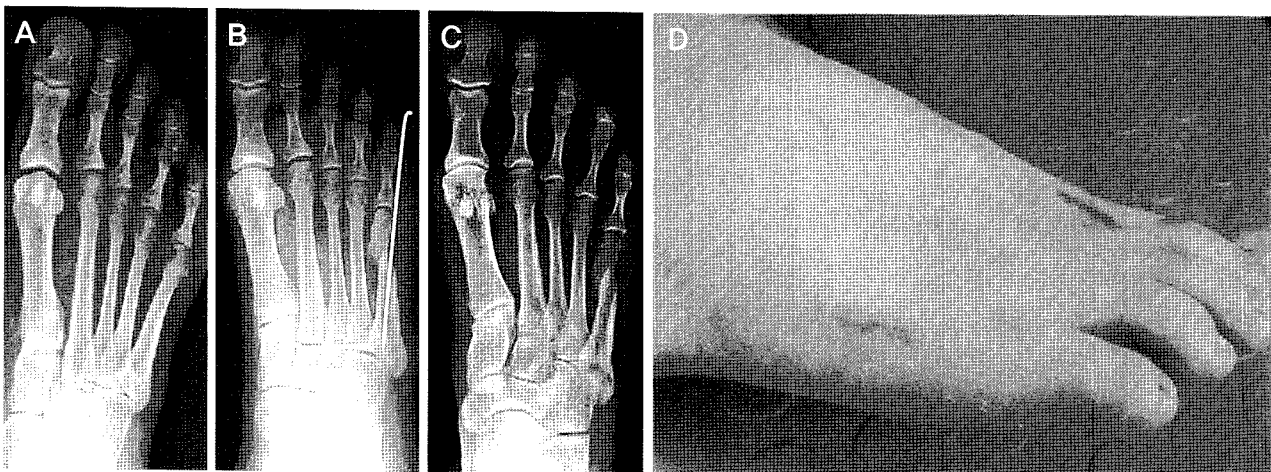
The right foot of a 43-year-old woman with a bunionette. (A) Preoperative standing anteroposterior radiograph shows a type III bunionette deformity. (B) In the postoperative radiograph, the bunionette deformity was corrected by S.E.R.I. operation. (C) At the postoperative 3 months, standing anteroposterior radiograph shows a bony union of the osteotomy site. (D) She had a minimal sized scar (about 1.5 cm) at the dorsolateral surface of the foot.
